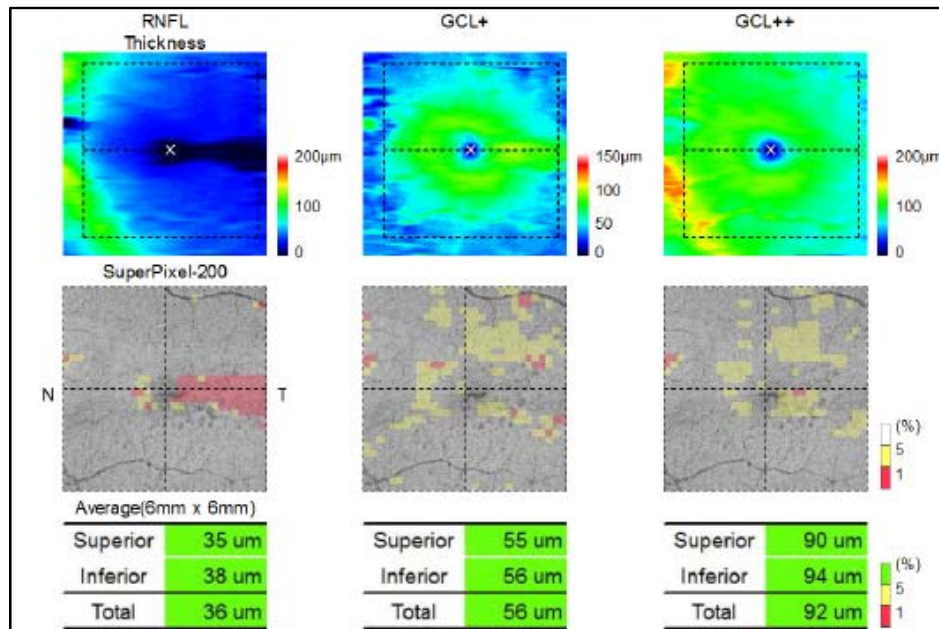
Medida da espessura média da camada de células ganglionares (tomografia de coerência óptica, Topcon Inc)
